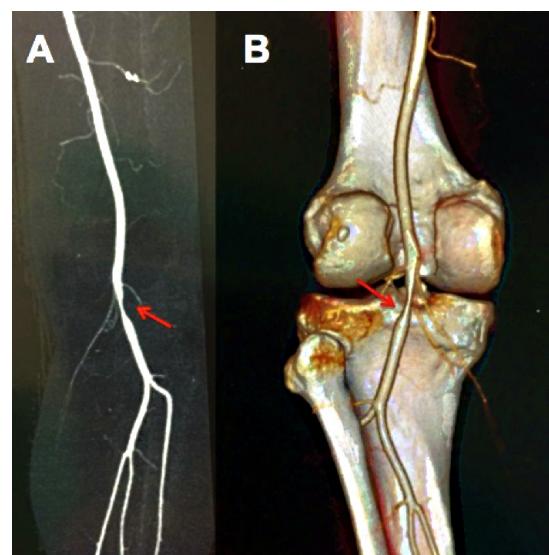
Reconstruções de angiotomografia evidenciando a estenose ocasionada pelo cisto em exposição anterior (A) e posterior (B).
